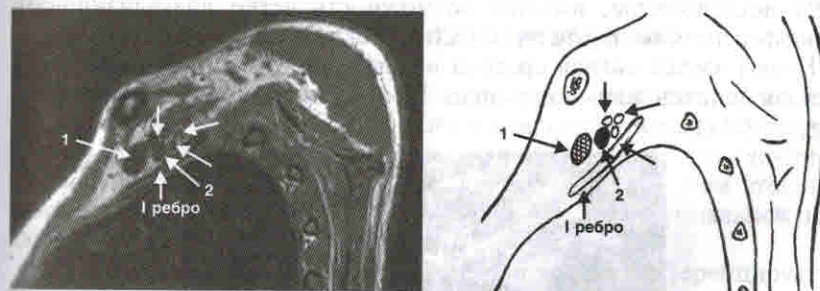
Соотношение стволов плечевого сплетения и сосудов в подключичной области. МРТ в сагиттальной плоскости. SE — ИП, T1 — ВИ. 1 — подключичная вена; 2 — подключичная артерия. Большие стрелки указывают на стволы плечевого сплетения
